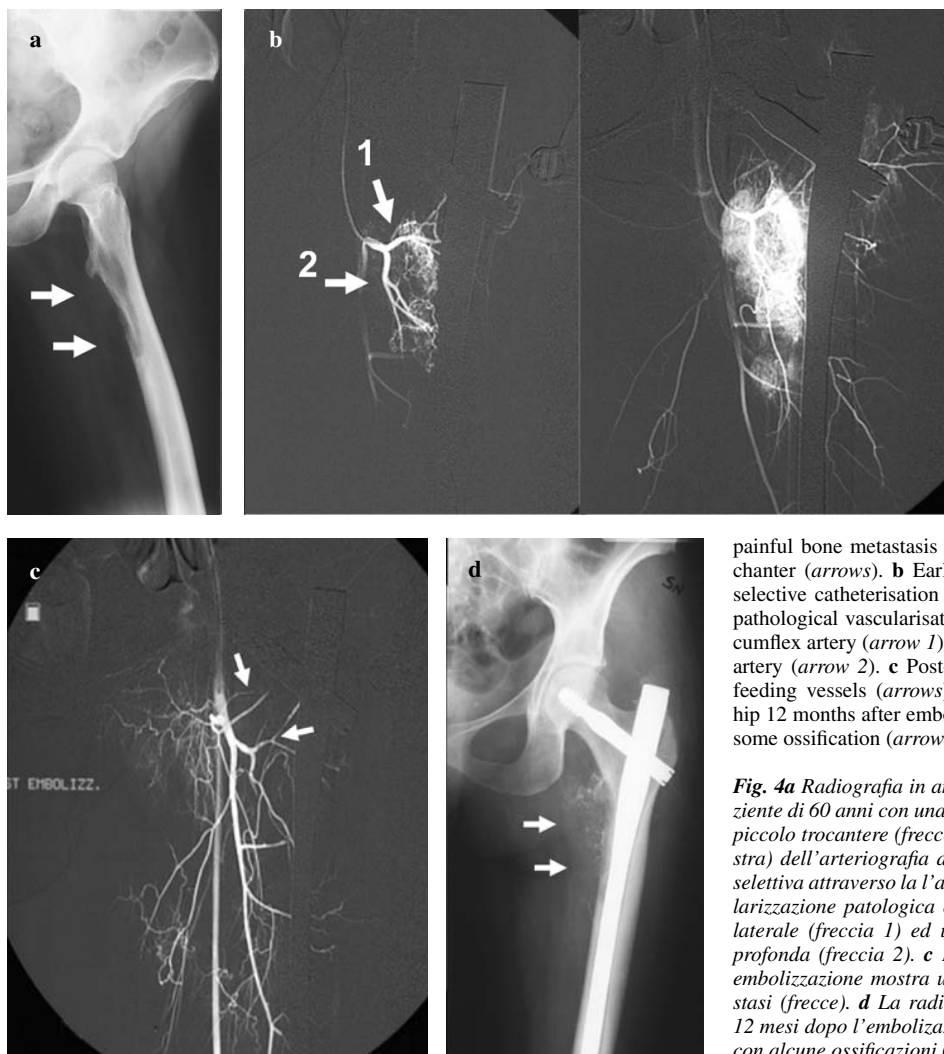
Anteroposterior radiograph of the left hip of a 60-year-old man with a painful bone metastasis from renal cell carcinoma at the lesser trochanter (arrows). b Early- (left) and late- (right) phase DSA after selective catheterisation through the deep femoral artery shows the pathological vascularisation originating from the lateral femoral circumflex artery (arrow 1) and a segmental branch of the deep femoral artery (arrow 2). c Post-embolisation DSA shows occlusion of the feeding vessels (arrows). d Anteroposterior radiograph of the left hip 12 months after embolisation shows stable metastatic lesion with some ossification (arrows).
